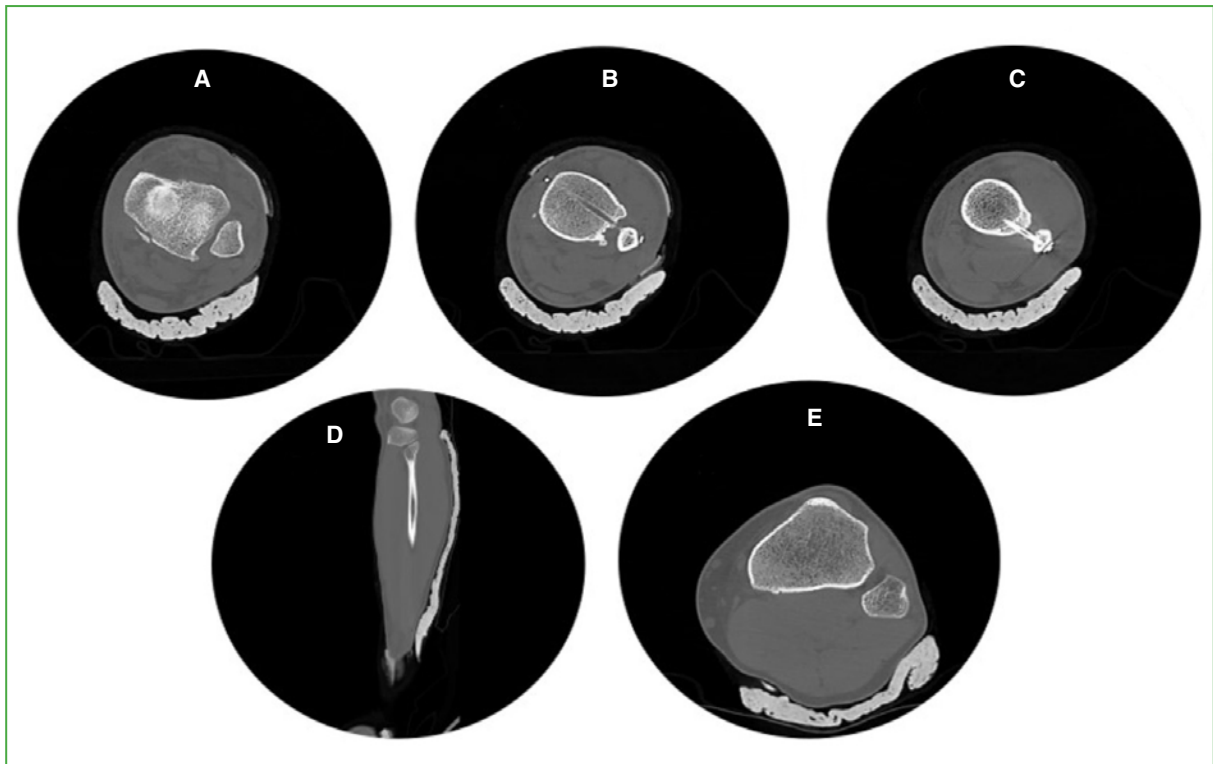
Tomografía computarizada de pierna izquierda, control posquirúrgico. A. Corte axial. Reducción peronea adecuada en la incisura y el fragmento maleolar posterior extrarticular. B. Corte axial. Tenosuspensión en posición. C. Corte axial. Tornillo sindesmótico en posición. D. Corte sagital. Articulación tibioperonea proximal oblicua reducida. E. Corte axial. Reducción tibioperonea proximal congruente.
